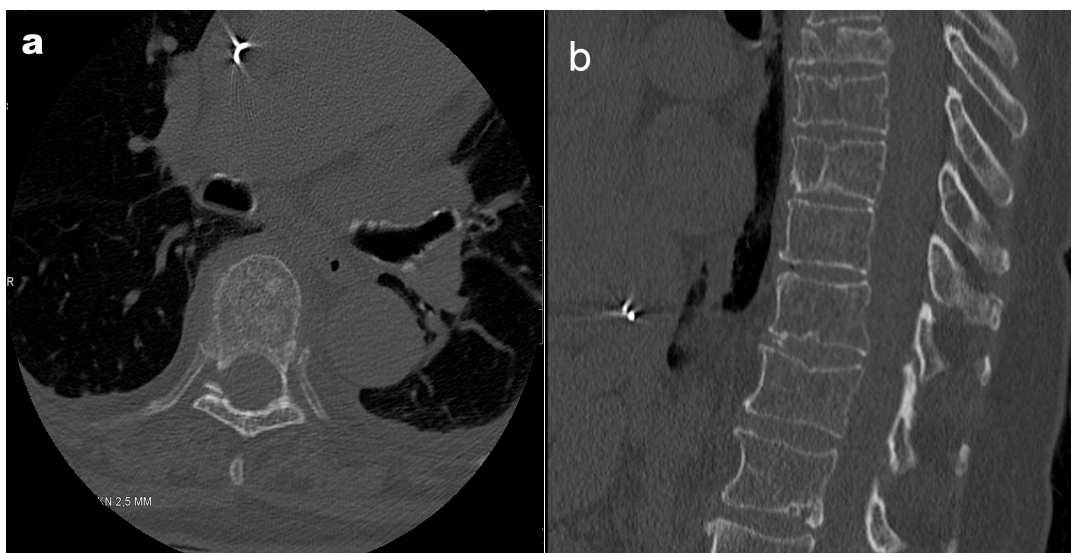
Osteoporotische Frakturen der thorakalen Wirbelsäule bzw. eines thorakalen Wirbelkörpers bei einer 86-jährigen Patientin. CT ohne Kontrastmittel in (a) axialen und (b) sagittalen Reformationen. Quelle: [20].
